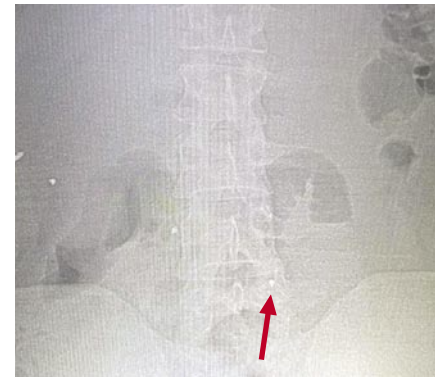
Пациент К., 25 лет. Рентгенограмма живота. Миграция инородного тела после проведения консервативной терапии (при лапаротомии осколок в стенке тонкой кишки).
